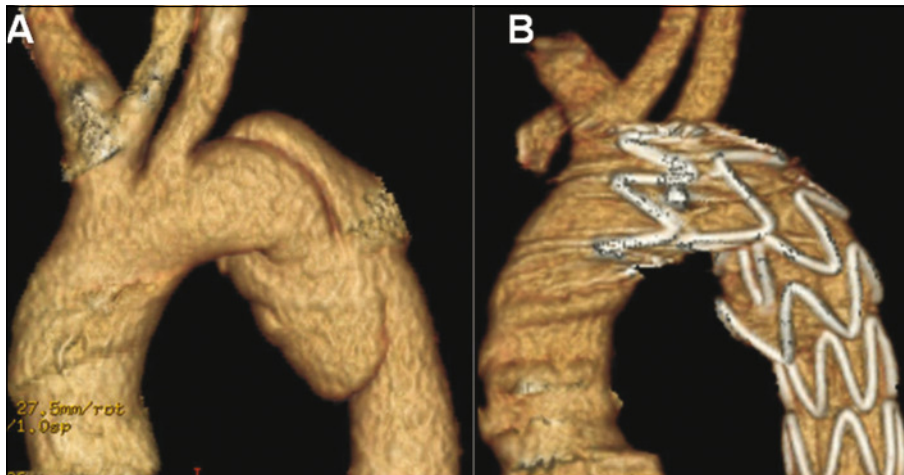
Reconstrucciones bidimensionales en corte sagital de angio-TAC de tórax en paciente politraumatizado. La imagen A muestra transección aórtica en el istmo aórtico. La imagen B muestra tratamiento exitoso con endoprótesis torácica, apreciándose la exclusión del área de transección y la conservación de la permeabilidad de la arteria subclavia izquierda.
